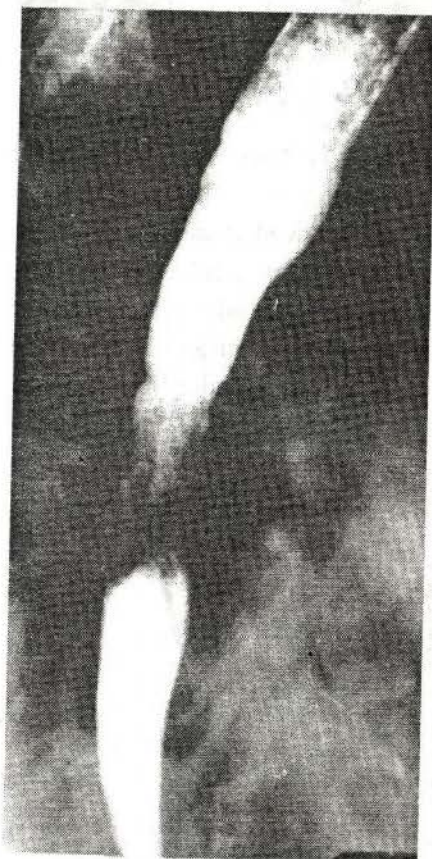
Radiografia esofagului în incidența OAD. Neoplasm predominant infiltrant și vegetant.
